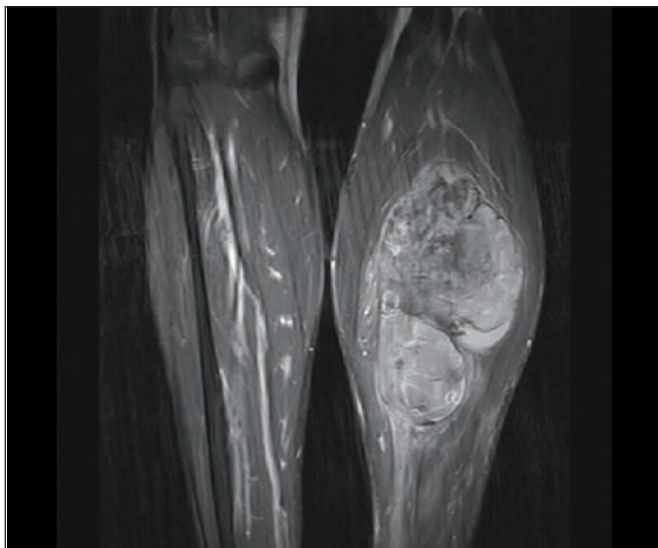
RMN que informa de la presencia de una gran masa de 14 x 10 x 7 cm de diámetro que afecta al espesor total del músculo sóleo.
